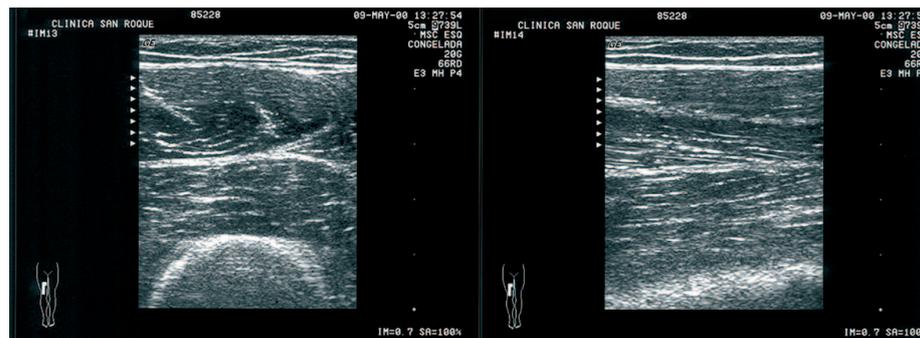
Ecografía normal del músculo recto anterior derecho, corte transversal (imagen izquierda), corte sagital (imagen derecha).
